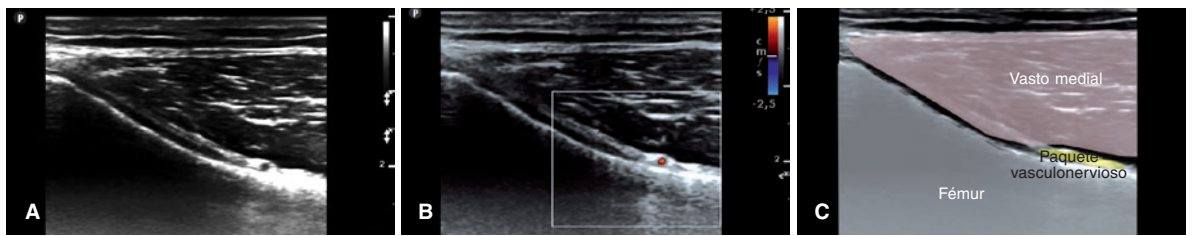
Imagen obtenida con la sonda en la posición A de la figura 9. A: imagen ecográfica para el abordaje del NGSM. B: imagen de ECO-Doppler para poner de manifiesto la presencia de la arteria homónima. C: imagen de sonoanatomía anotada.
